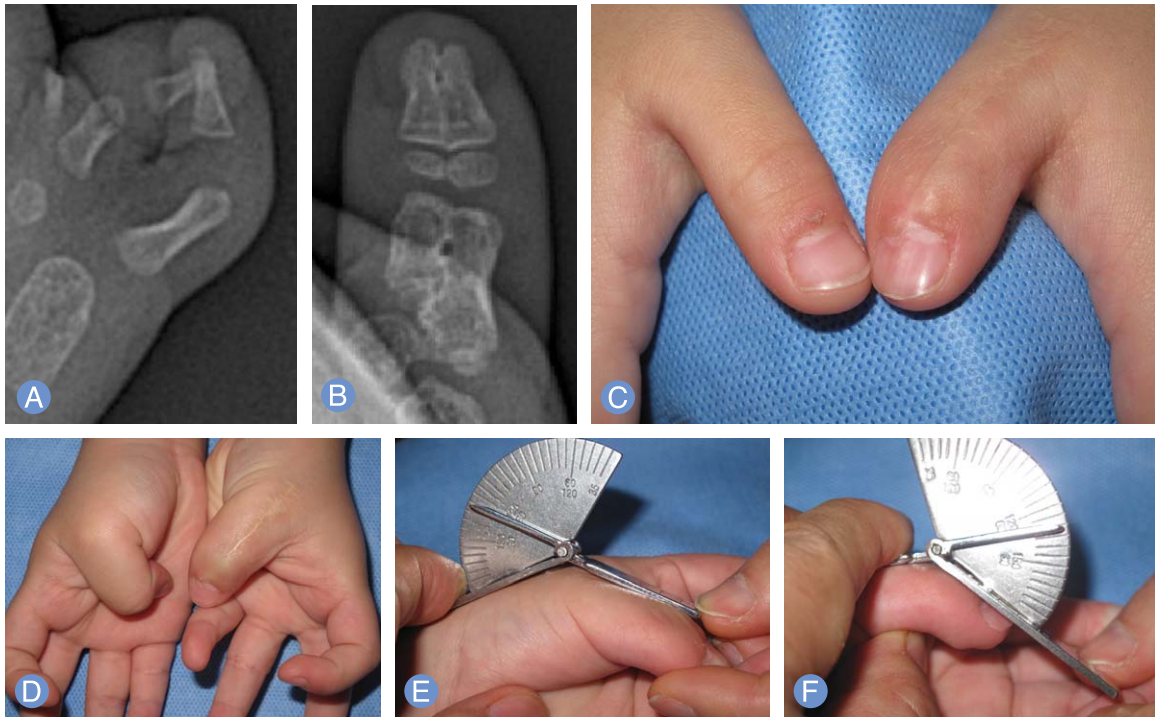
Case 2. (A, B) Preoperative and postoperative radiograph. Unbalanced convergent type Wassel type IV duplicated thumb. (C) Photograph at postoperative 38 months. (D, E, F) Photograph at postoperative 38 months. Acceptable cosmetic appearance of reconstructed thumb with good range of motion (metacarpophalangeal joint flexion, 60°; interphalangeal joint, 45°).
